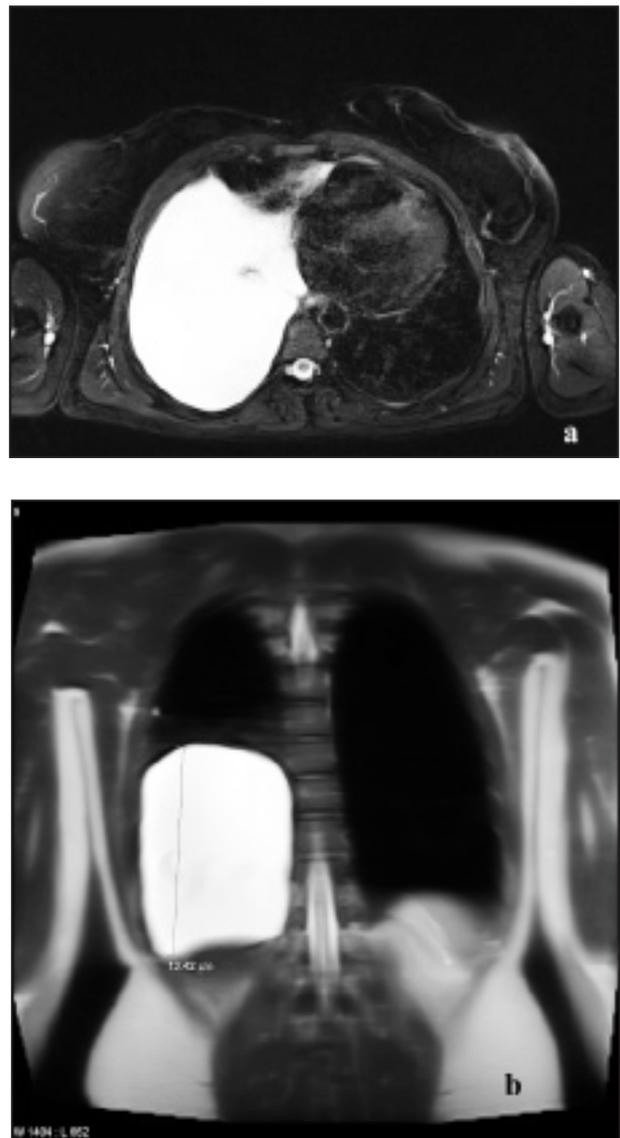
IRM en séquence pondérée T2 en coupes axiale (a) et coronale (b) montrant une lésion hyper-intense atteignant un grand axe de 13 cm.
